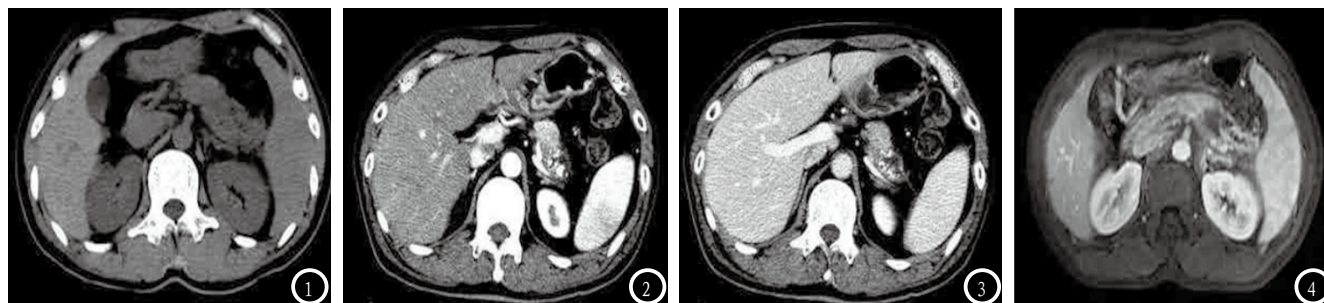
图1为CT平扫,显示胰腺体尾部略低密度;图2-3 CT增强扫描,显示胰腺体尾部低密度影,内部存在结节状、点状钙化灶;图4 MRI增强扫描显示胰腺体部略增大,见结节状稍低信号影,信号不均。
